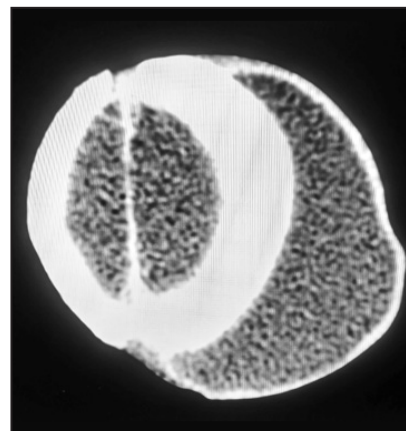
Imatge de TC (tall transversal) en què s'observa una gran col·lecció extracranial frontoparietal esquerra hipodensa (6 x 4,5 x 3,5 cm), sense signes d'erosió, depressió ni destrucció òssia.
